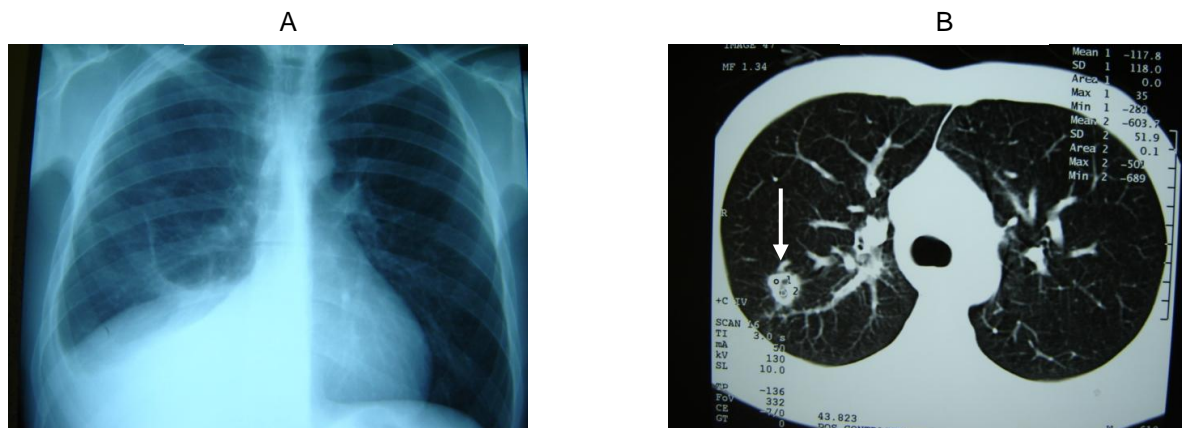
A: Radiografia de tórax de paciente com AIDS e derrame pleural por Cryptococo. B: Tomografia Computadorizada de tórax de paciente com AIDS e lesão nodular cavitada por Cryptococo. Fotos Originais
